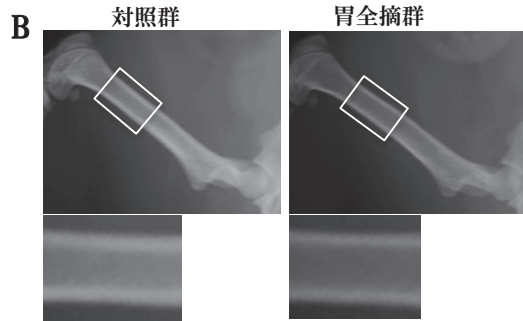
胃全摘4週後の大腿骨X線像：対照群の大腿骨と比較して、胃全摘4週後の大腿骨の緻密骨の厚さが減少する。
